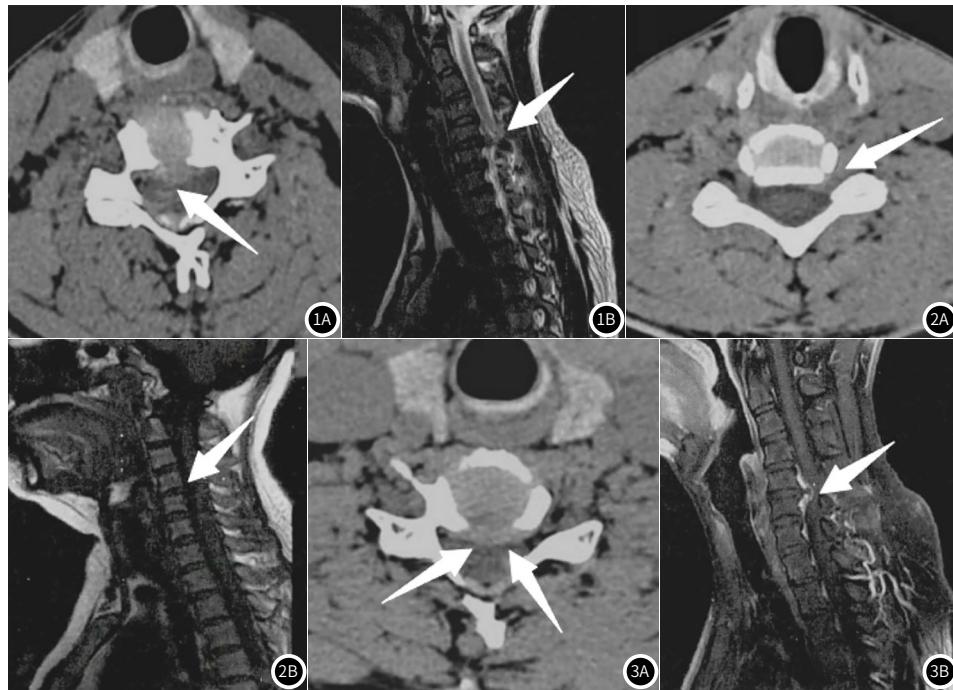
颈椎间盘突出症患者CT与MRI表现。1A：中央型颈椎间盘突出症CT表现为椎间盘软组织影突出，硬膜前缘凹陷；1B：中央型颈椎间盘突出症MRI表现为椎间盘突出呈“伞”型，突出超过椎体后缘，神经根受压；2A：侧方型颈椎间盘突出症CT表现为突出椎间盘占据椎间孔，硬膜囊、脊髓受压；2B：侧方型颈椎间盘突出症MRI表现为单侧神经根或脊髓轻度受压；3A：膨出型颈椎间盘突出症CT表现为椎间盘突出呈“圆盘”状，硬膜囊、脊髓受压变形；3B：膨出型颈椎间盘突出症MRI表现为脊髓受压不重，可见脑脊液信号。
